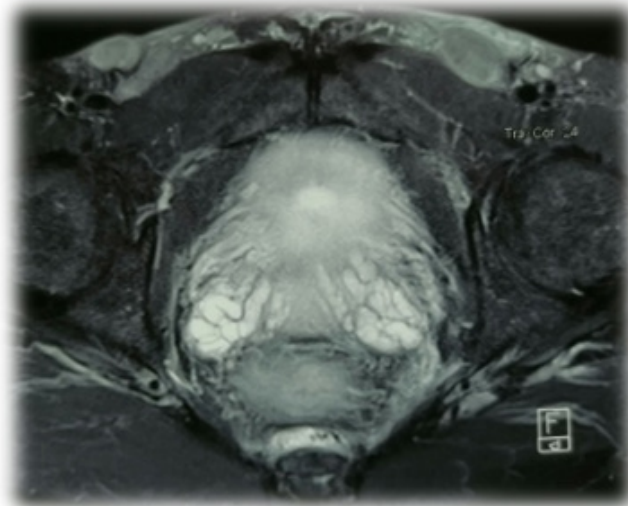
IRM Pelvienne axiale en séquence T2 montrant les adénopathies inguinales nécrosées.
